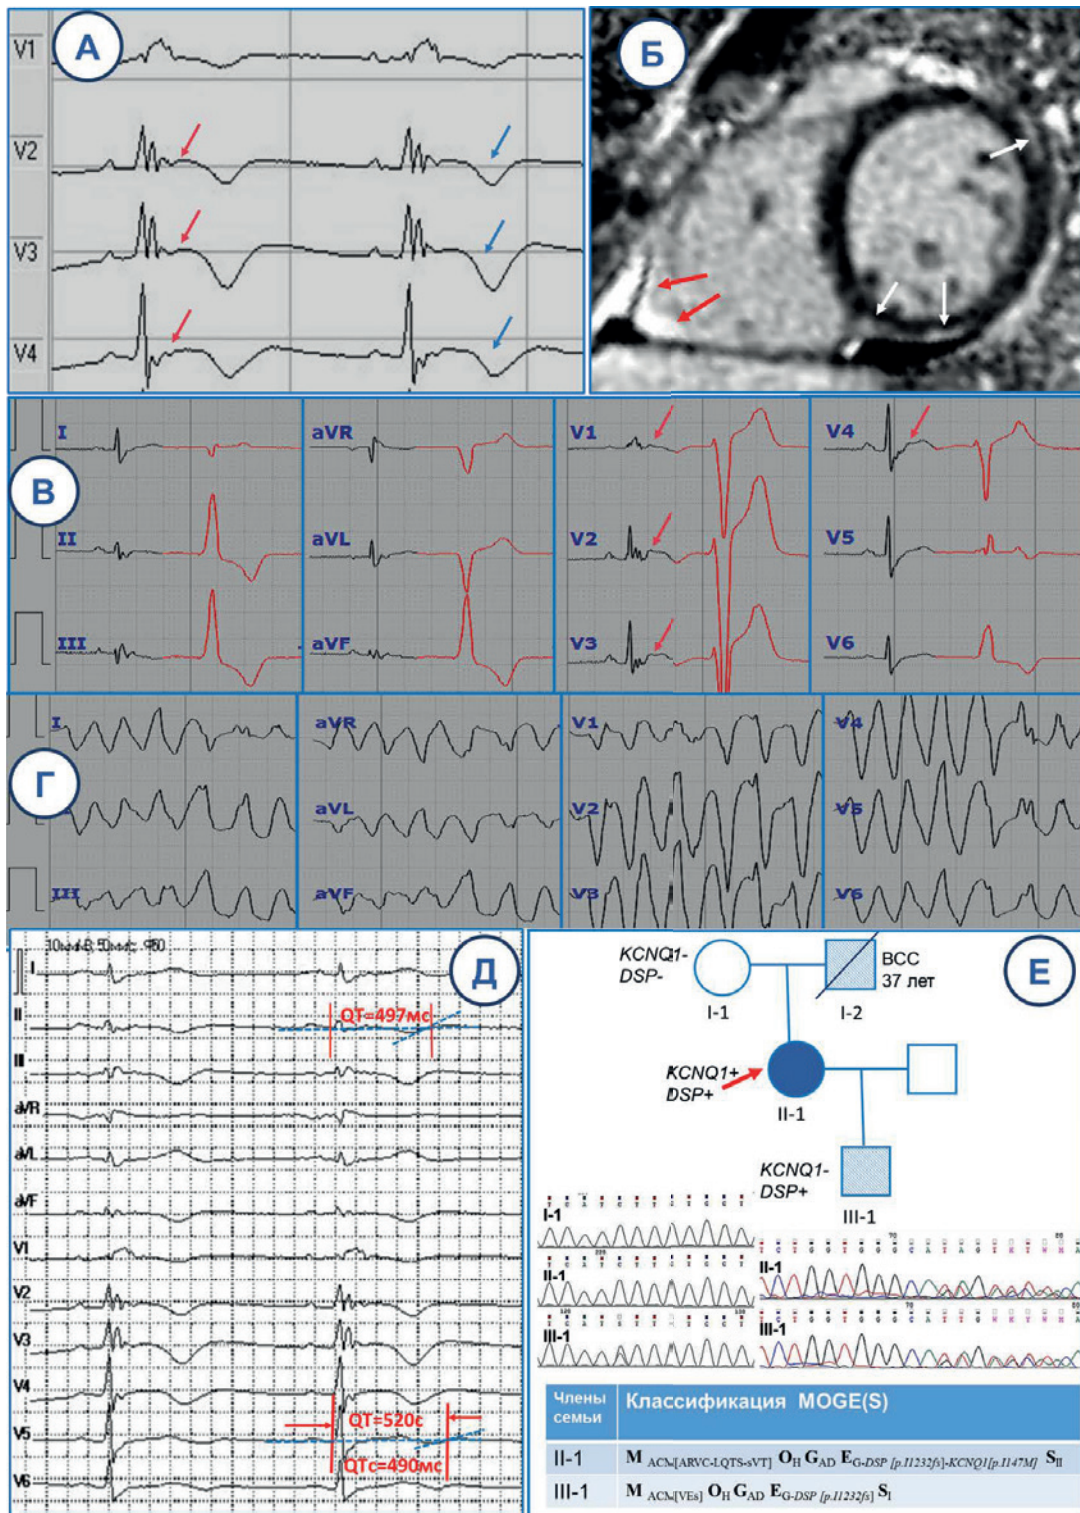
ЭКГ особенности, МРТ признаки и генетическая характеристика сложного генотипа АПЖК с мутациями в генах *DSP* и *KCNQ1* (клинический случай № 2): ЭКГ аномалии — эпсилон-волна в отведениях V2-V4 (А, В — красные стрелки) и инверсия Т волны в правых прекардиальных отведениях V1-V4 (А, синие стрелки), фрагментация QRS комплекса в отведениях II, III, aVF, V2-V4; T1-взвешенное МРТ изображение с отсроченным контрастированием по короткой оси с визуализацией зон субэндокардиального накопления контрастного препарата в нижней и боковой стенках ПЖ (Б, красные стрелки), а также очаговое субэпикардальное накопление контраста в нижней точке соединения миокарда ПЖ с ЛЖ, в среднем нижнем и среднем переднебоковом сегментах ЛЖ (Б, белые стрелки); ЭКГ фрагменты ХМ с правожелудочковой ЖЭС и пароксизмом устойчивой ЖТ с морфологией ПБЛНПГ (Г); ЭКГ с признаками удлинения QT >490 мс (Д); (Е) — генеалогическое древо (пробанд II:1 отмечен стрелкой; заштрихованные символы указывают на присутствие клинических проявлений АПЖК у членов семьи, знак (+) указывает на наличие мутации p.I232fs в гене *DSP*), секвенирование фрагментов 24-го экзона гена *DSP* и 6 экзона *KCNQ1* и клинический диагноз АПЖК в классификации MOGE(S). Цветное изображение доступно в электронной версии журнала.
